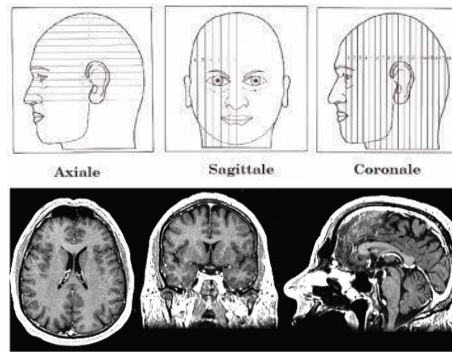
Les trois axes de coupe pour la visualisation du cerveau et l'IRM cérébrale
